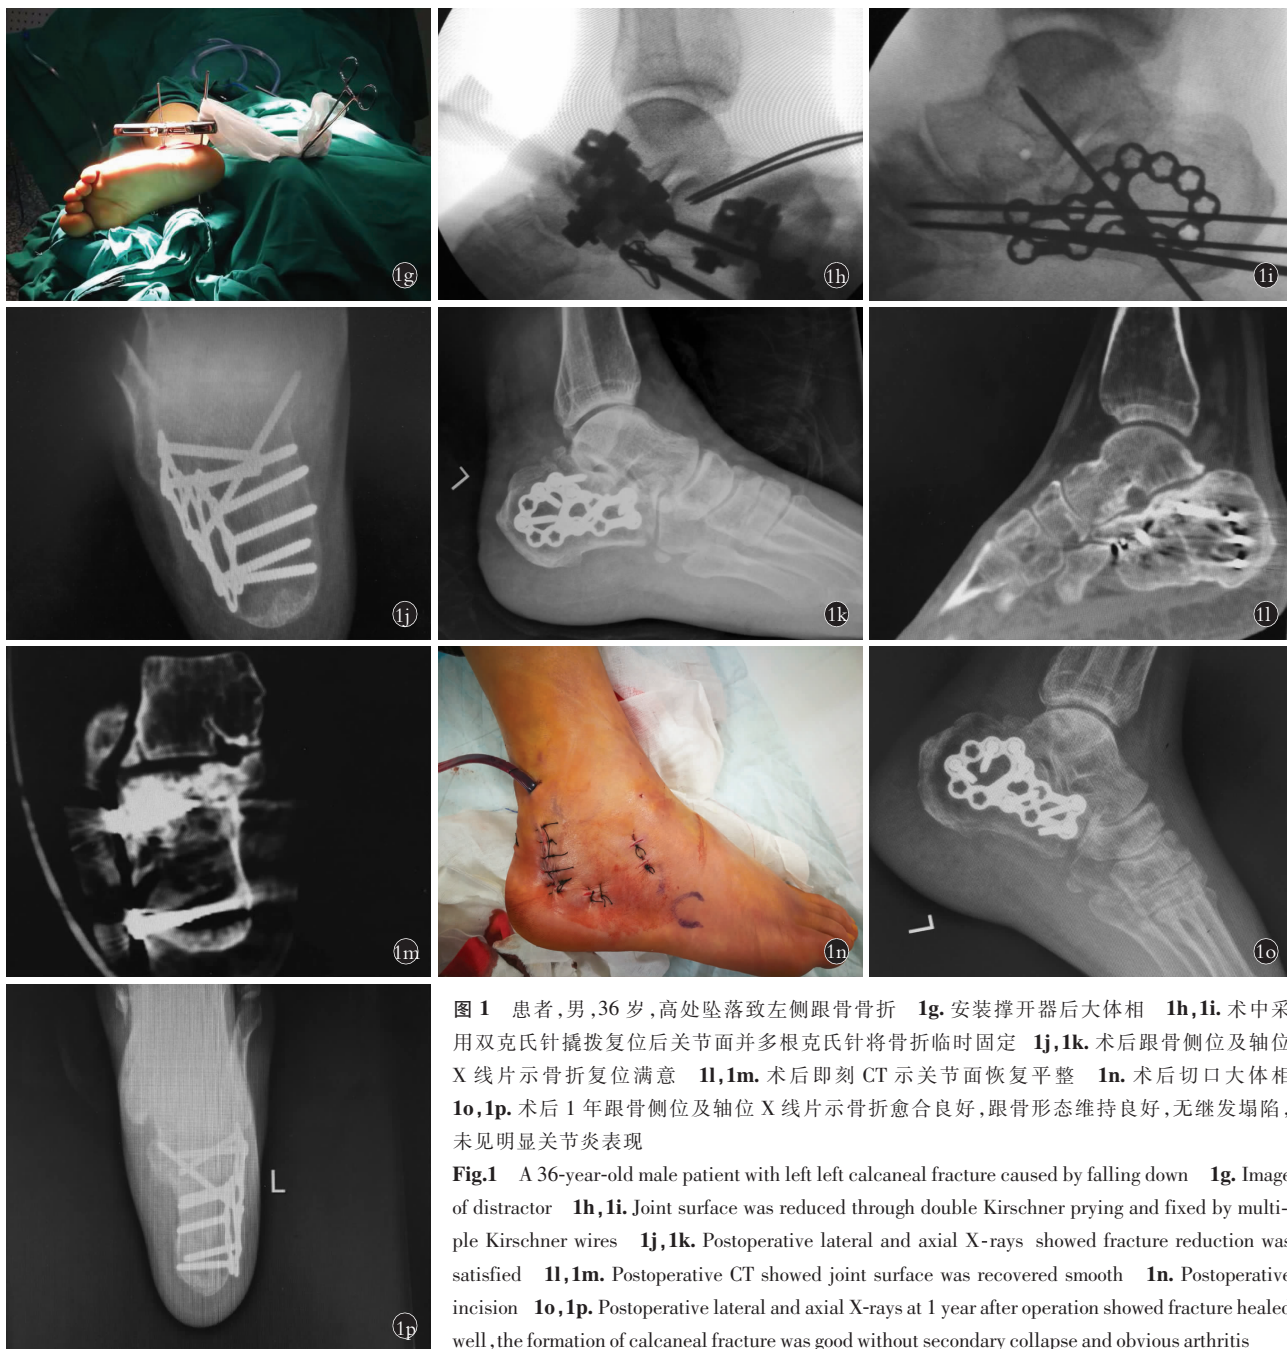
患者,男,36 岁,高处坠落致左侧跟骨骨折 1a,1b. 术前跟骨侧轴位 X 线片示跟骨关节面塌陷,内翻 1c,1d. 术前 CT 示骨折为 Sanders Ⅱ型,关节面塌陷,移位>2 mm,跟骨体粉碎 1e,1f. 术中安装撑开器后透视可见跟骨高度、长度及内翻纠正
